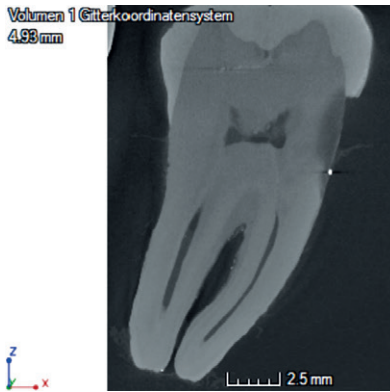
VERGLEICH EINER DVT UND MIKRO-CT-AUFNAHME ZUR ERHEBUNG VON DATENSÄTZEN
